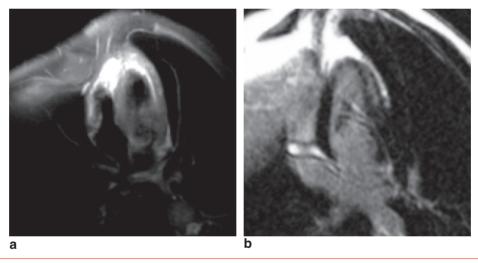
Séquence IRM T2, temps tardif après injection de gadolinium : hypersignaux T2 en motte de la paroi latérale témoigant d'une myocardite.
